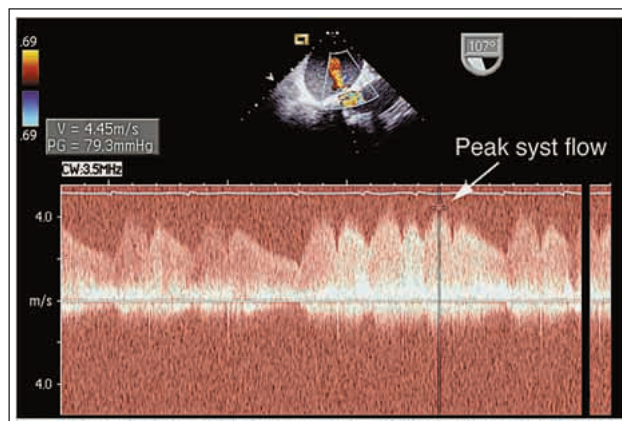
CW-Dopplerspektrum durch den Jet: Kontinuierlicher Charakter des Jets eindeutig erkennbar; maximale Geschwindigkeit während der Systole: 4,45 m/s (entspricht einem Gradienten zwischen Aorta und linkem Vorhof von 79 mmHg); bei systolischem Blutdruck von 115 mmHg beträgt der linksatriale Druck 36 mmHg!
